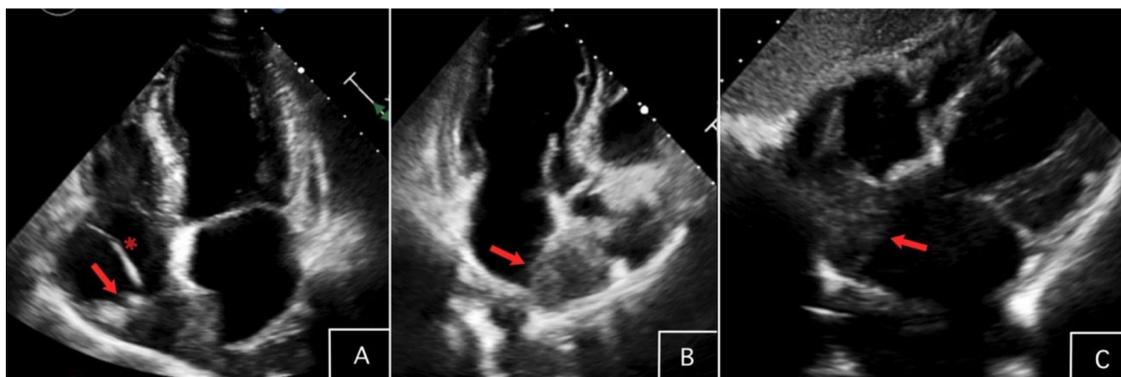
Ecocardiograma transtorácico donde se muestra la infiltración tumoral a través del tabique interauricular protruyendo en la aurícula derecha (flecha), sin relación con el electrodo auricular del desfibrilador (asterisco), en los planos apical cuatro cámaras (A), apical tres cámaras (B) y subcostal (C).
